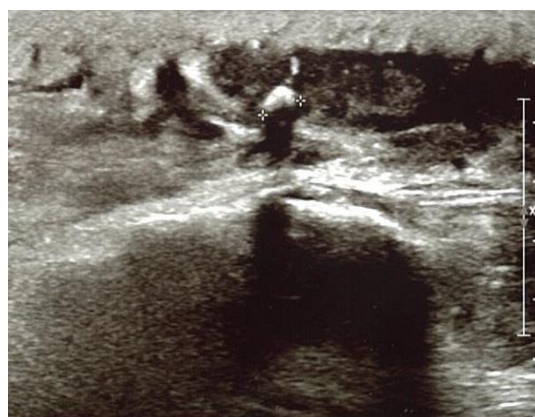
УЗИ подкожной клетчатки правого и левого коленных суставов больного С.
